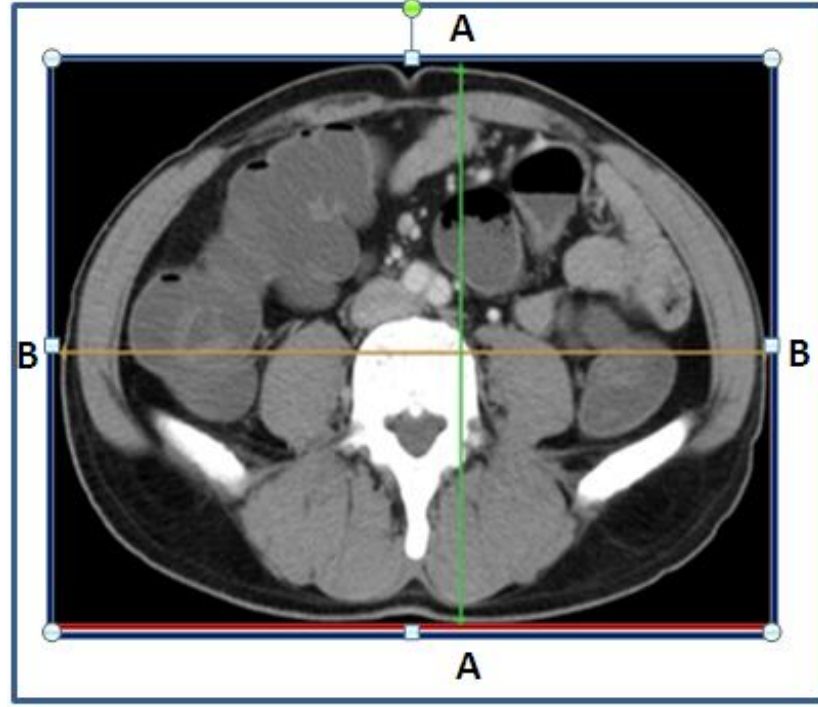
BT’de pankreas görüntüsü üzerine rastgele yerleştirilen NAÖC.
